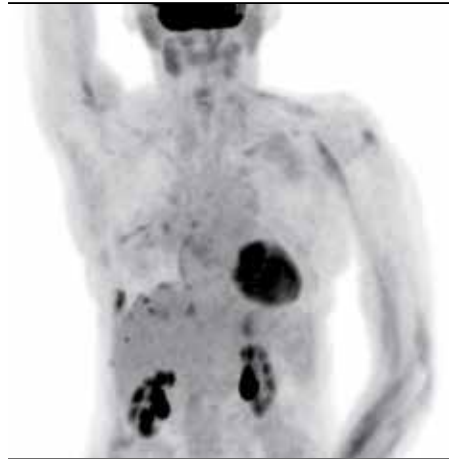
PET/CT z apríla 2015 po 5 mesiacoch liečby docetaxel plus nintedanib
